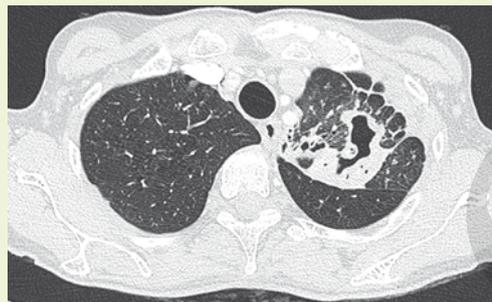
CT Thorax vor Therapie
